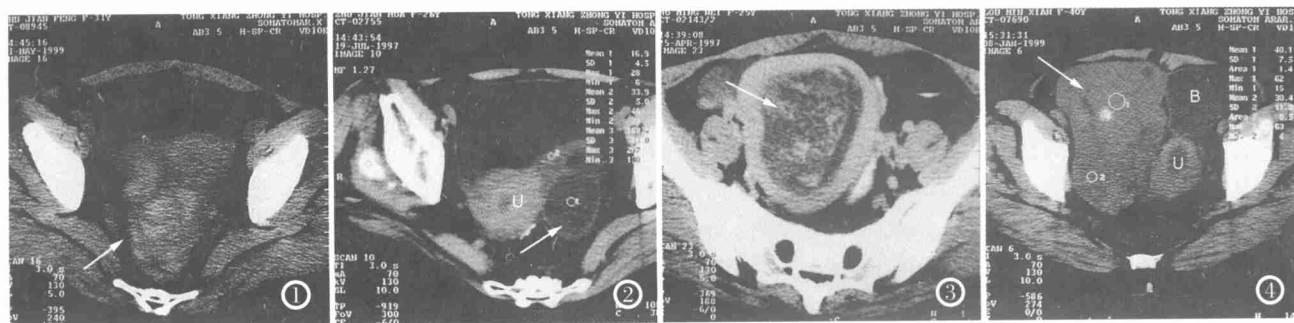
宫外孕:CT 平扫子宫直肠间混杂密度影(箭)。边界清楚,密度不均,其中高密度出血影呈旋涡状改变,直肠受压移位。
